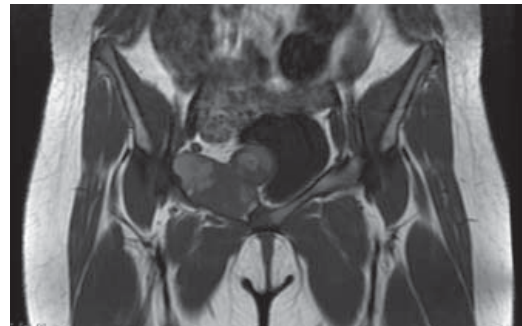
Resonancia magnética coronal en T1 de la lesión isquiática derecha con diferentes intensidades de señal por la presencia de tejido hemático.
